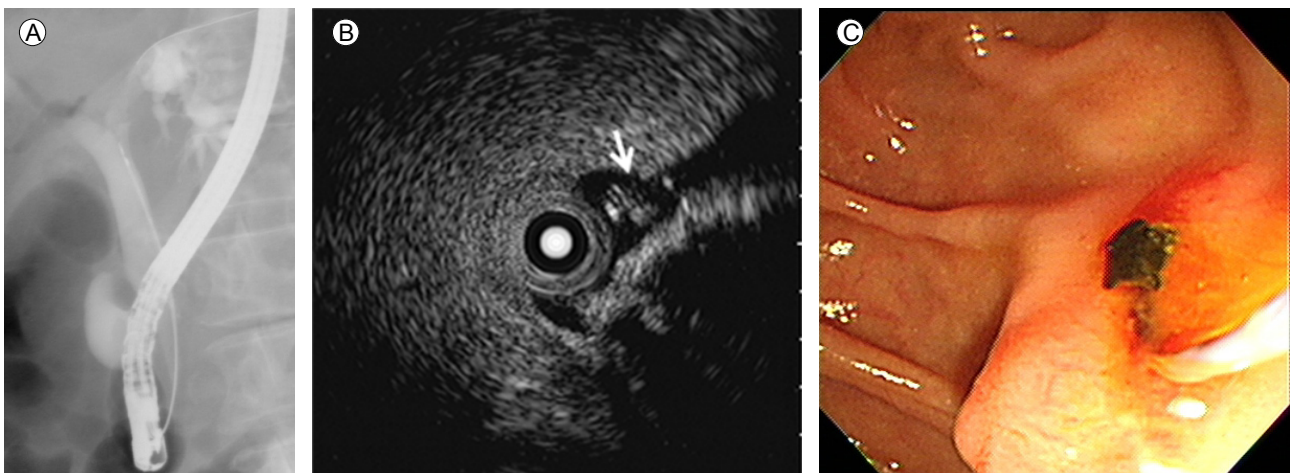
Multiple small CBD stones. (A) ERCP showing mild CBD dilatation and no obvious stone. (B) IDUS showing a 2-mm stone in the bile duct with an acoustic shadow (white arrow). (C) Endoscopy showing the extracted bile duct stone. ERCP, endoscopic retrograde cholangiopancreatography; CBD, common bile duct; IDUS, intraductal ultrasonography.
